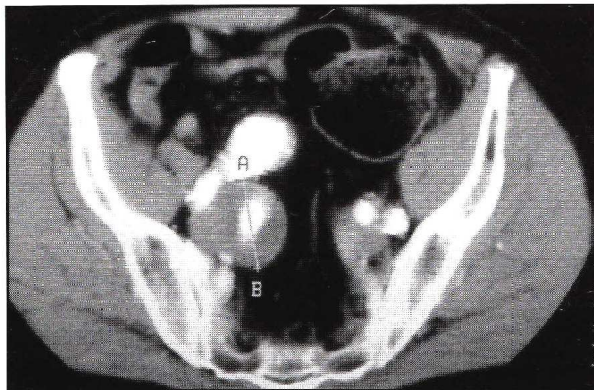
TC preoperatoria, misurazione degli aneurismi.
